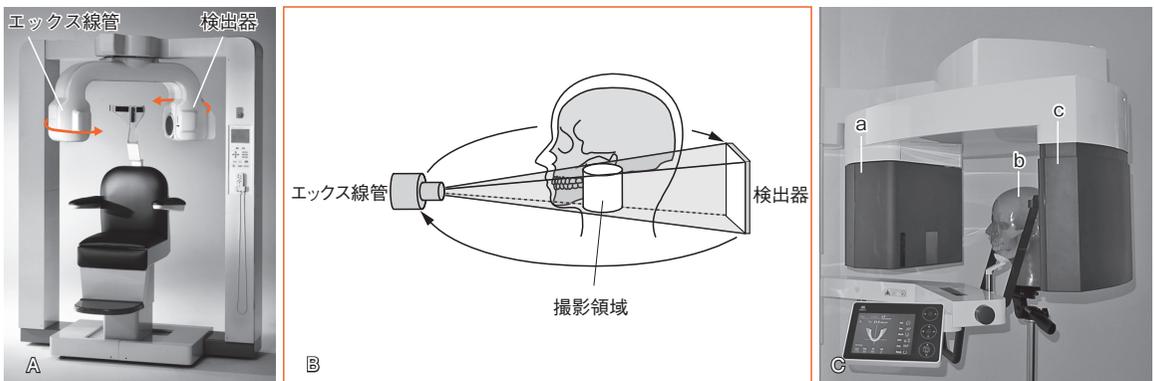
歯科用コーンビーム CT 撮影装置
